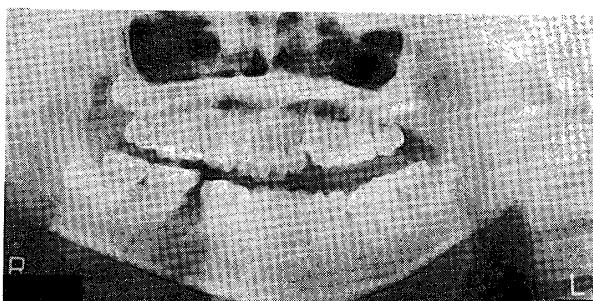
Case 4: Preoperative panoramic radiograph
